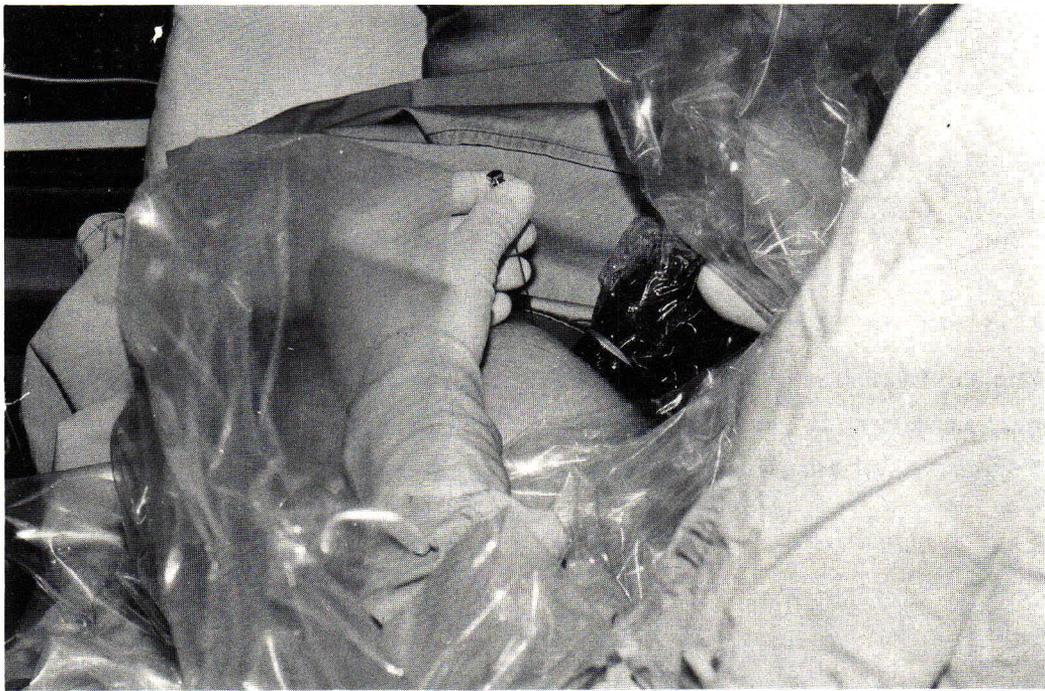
Technique for performing amniocentesis : with the ultrasound transducer in one hand, the tip of a 21-gauge needle held in the other and guided into the amniotic cavity.
